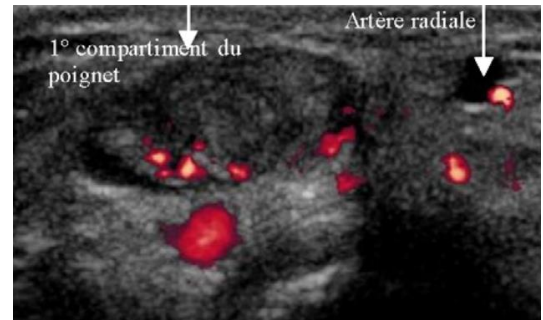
En mode Doppler, visualisation d'une inflammation péri-tendineuse à hauteur du premier compartiment extenseur [5].
